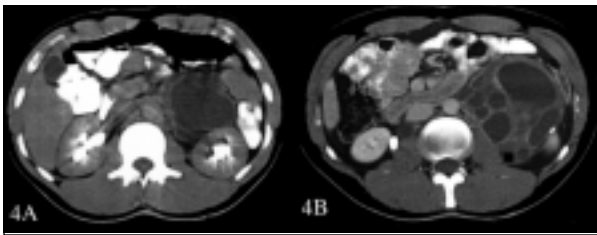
TC inicial de paciente orquiectomizado por teratocarcinoma estadio IIc (Fig. 4A). El TC tras último ciclo de quimioterapia muestra un crecimiento de las masas tras el tratamiento (Fig. 4B).
